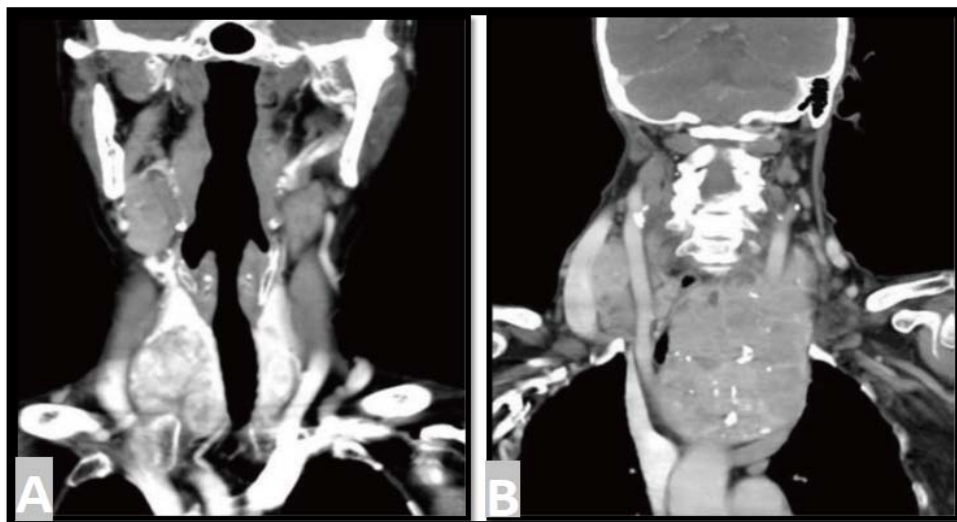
TDM thoracique en reconstruction coronale réalisée en pré opératoire montrant une masse thyroïdienne plongeant au-dessus (A) et en dessous (B) de l'orifice thoracique supérieur (96)
